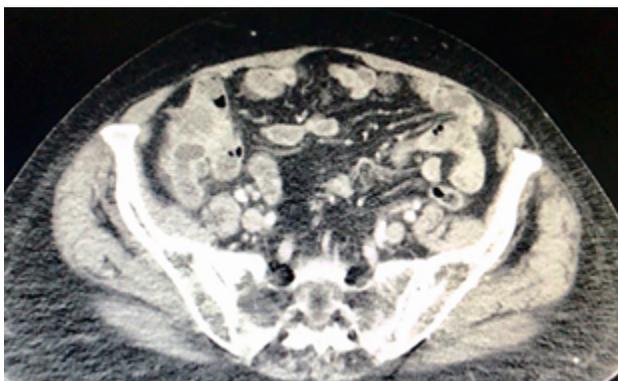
TAC del abdomen donde se observa la relación de la formación tumoral con la pared abdominal anterior.
